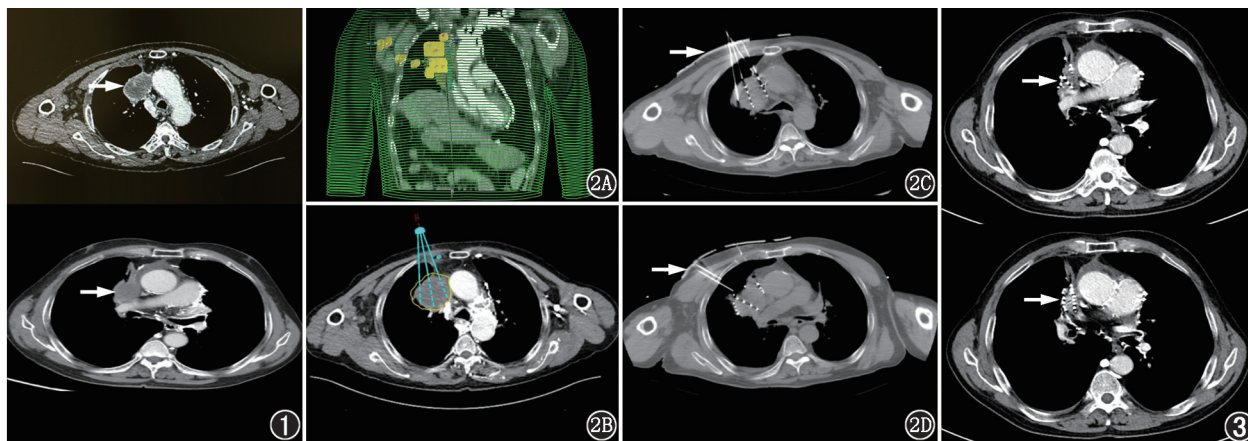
右肺肉瘤样癌综合治疗后进展患者(男,65岁)胸部增强 CT 图。可见肿瘤(箭头示)中央区域无明显强化而周围呈现环形强化,上腔静脉完全闭塞;纵膈多发迂曲扩张血管 图 2 同一患者三维(3D)打印模板联合 CT 引导 ^{125}I 粒子植入治疗相关图。2A.术前 3D 模板设计图(黄色部分示模板);2B.胸部增强 CT 图示术前计划针道粒子分布情况;2C,2D.胸部平扫 CT 图示术中 3D 模板(箭头示)引导粒子植入 图 3 同一患者 3D 打印模板联合 CT 引导 ^{125}I 粒子植入治疗后 2 个月胸部增强 CT 图。可见肿瘤明显缩小(箭头示)
